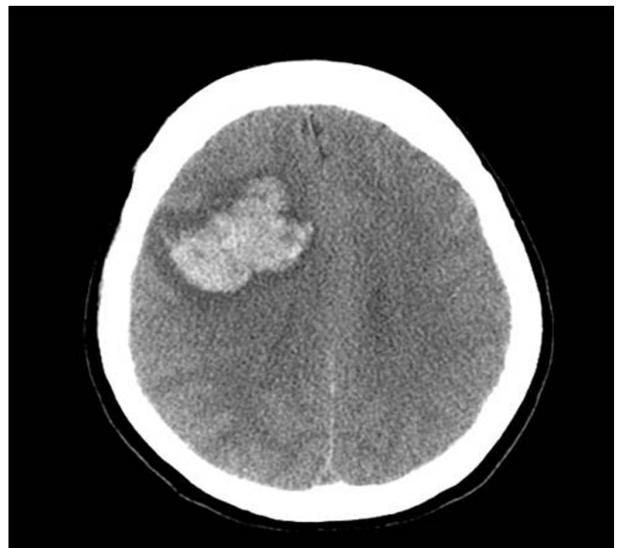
Three weeks after pars plana vitrectomy, left side weakness in the left hand and foot was detected. On computer tomography, intracranial cerebral hemorrhage was detected in the right hemisphere.
